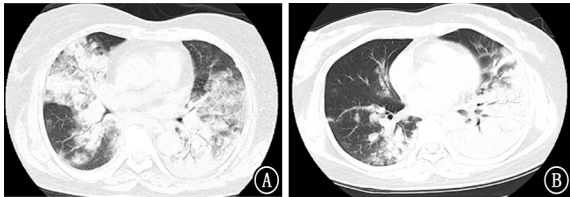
人感染 H7N9 胸部 CT 特点 A: 双肺广泛片状实变阴影，见空气支气管征，病灶周围见磨玻璃影；B: 双肺实变阴影，以左肺明显，左肺见明显空气支气管征
